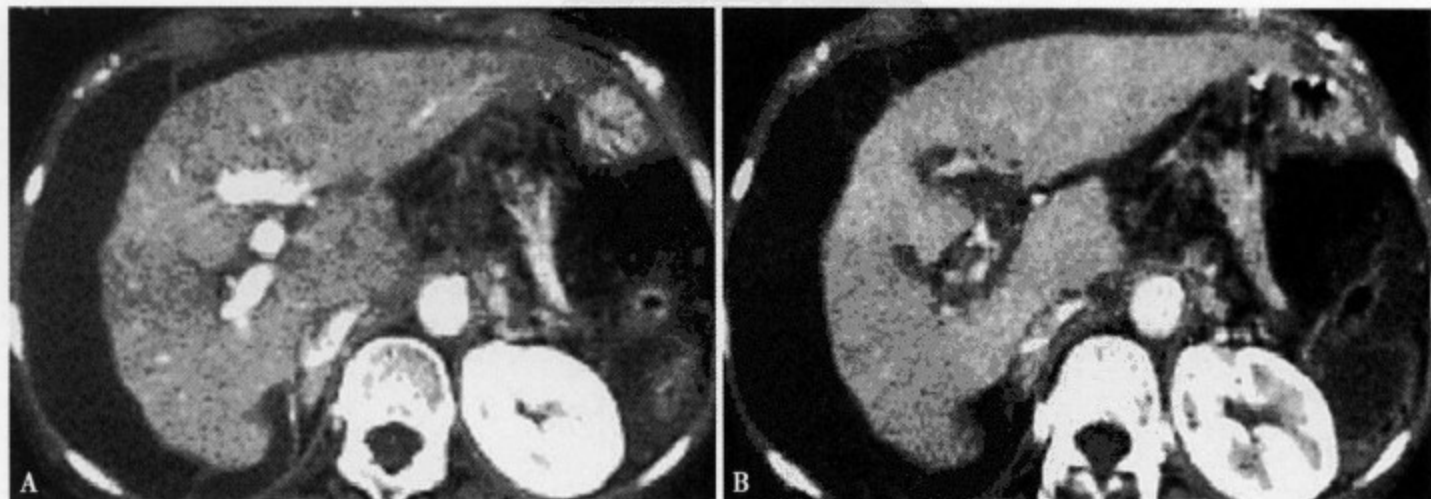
男性，49 岁。肝硬化增强 CT 门静脉期 (A) 显示肝硬化，腹水；门静脉血管显示增粗；3 个月后增强 CT 复查门静脉期 (B) 显示原肝内清楚显示的门静脉缺损
